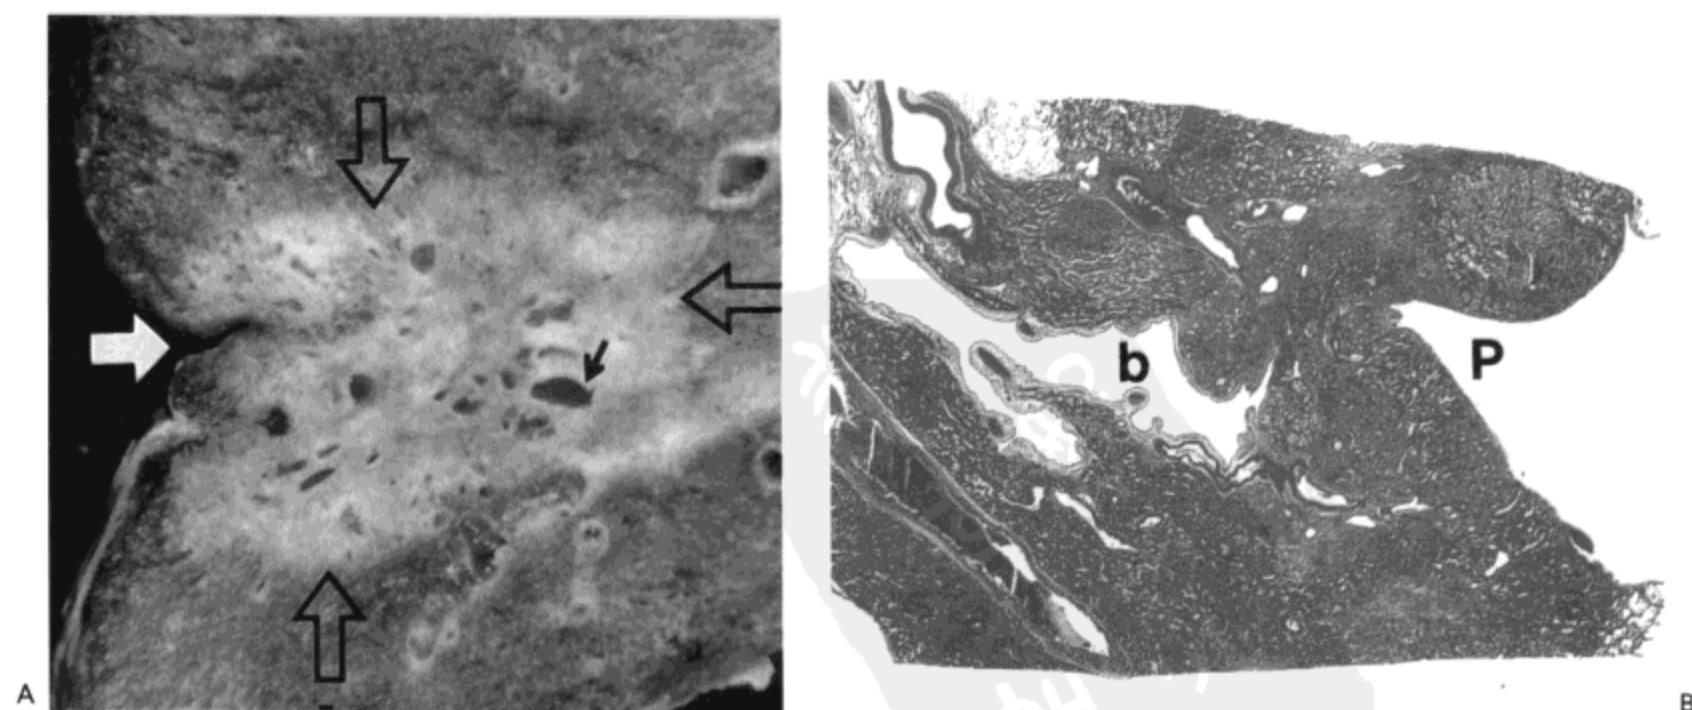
细支气管肺泡癌—支气管气相。A: 肺下叶放大像示一边界清楚的肿瘤 (空箭号) 与胸膜相邻。相邻胸膜凹陷 (白箭号)。肿瘤内可见一开放的支气管 (小箭号)。B: 另一肿瘤。可见开放的膜性细支气管 (b), 由于肿瘤细胞的生长, 周围肺实质实变。肿瘤细胞在气道周围蔓延但不进入这些气道是细支气管肺泡癌的特征, 在 CT 上表现为支气管气相。P 示胸膜凹陷。
